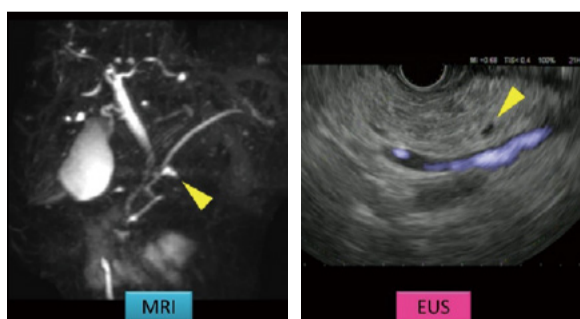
MRIおよびEUSにおける膵嚢胞(黄矢頭)画像
